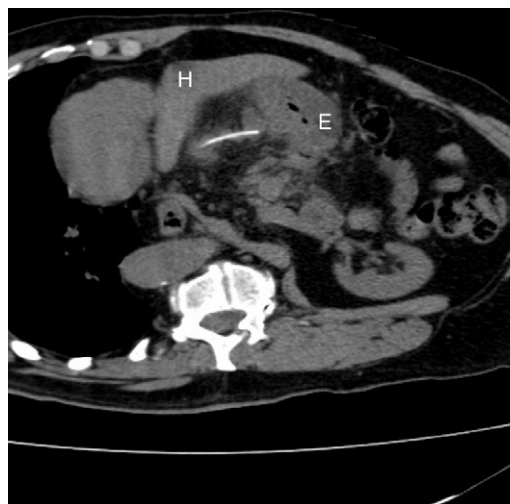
Reconstrucción oblicua de TC, donde se visualiza una espina que ha perforado el píloro y ha quedado alojada entre el lóbulo hepático izquierdo (H) y el estómago (E).
